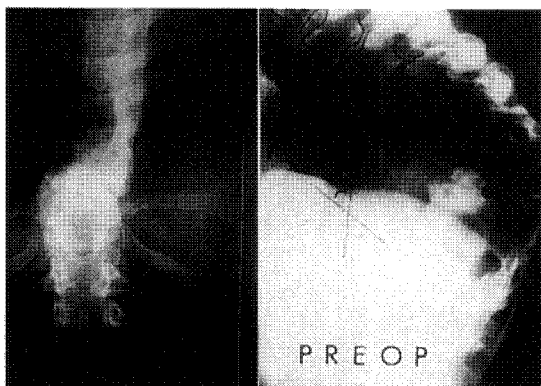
Preoperative radiographs, demonstrate kyphotic deformity of 80° at T10, 11, 12.
